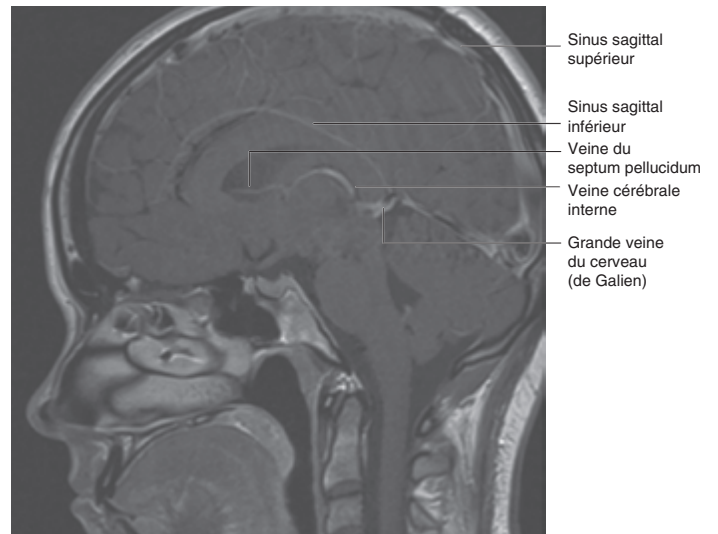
IRM avec rehaussement de contraste en pondération T1 : coupe sagittale médiane du cerveau. Le système veineux du cerveau.
